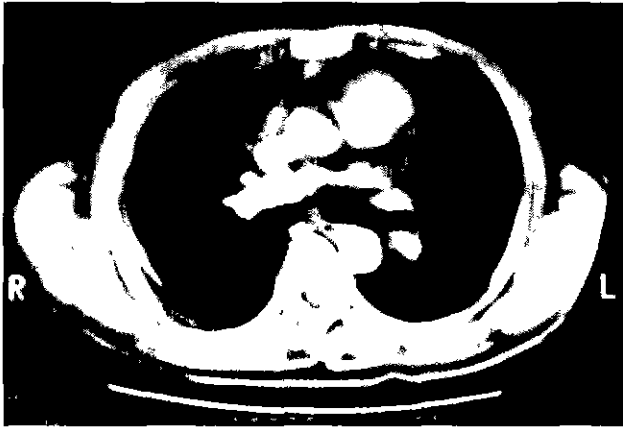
Follow-up chest CT mediastinum shows no evidence of acute inflammation
